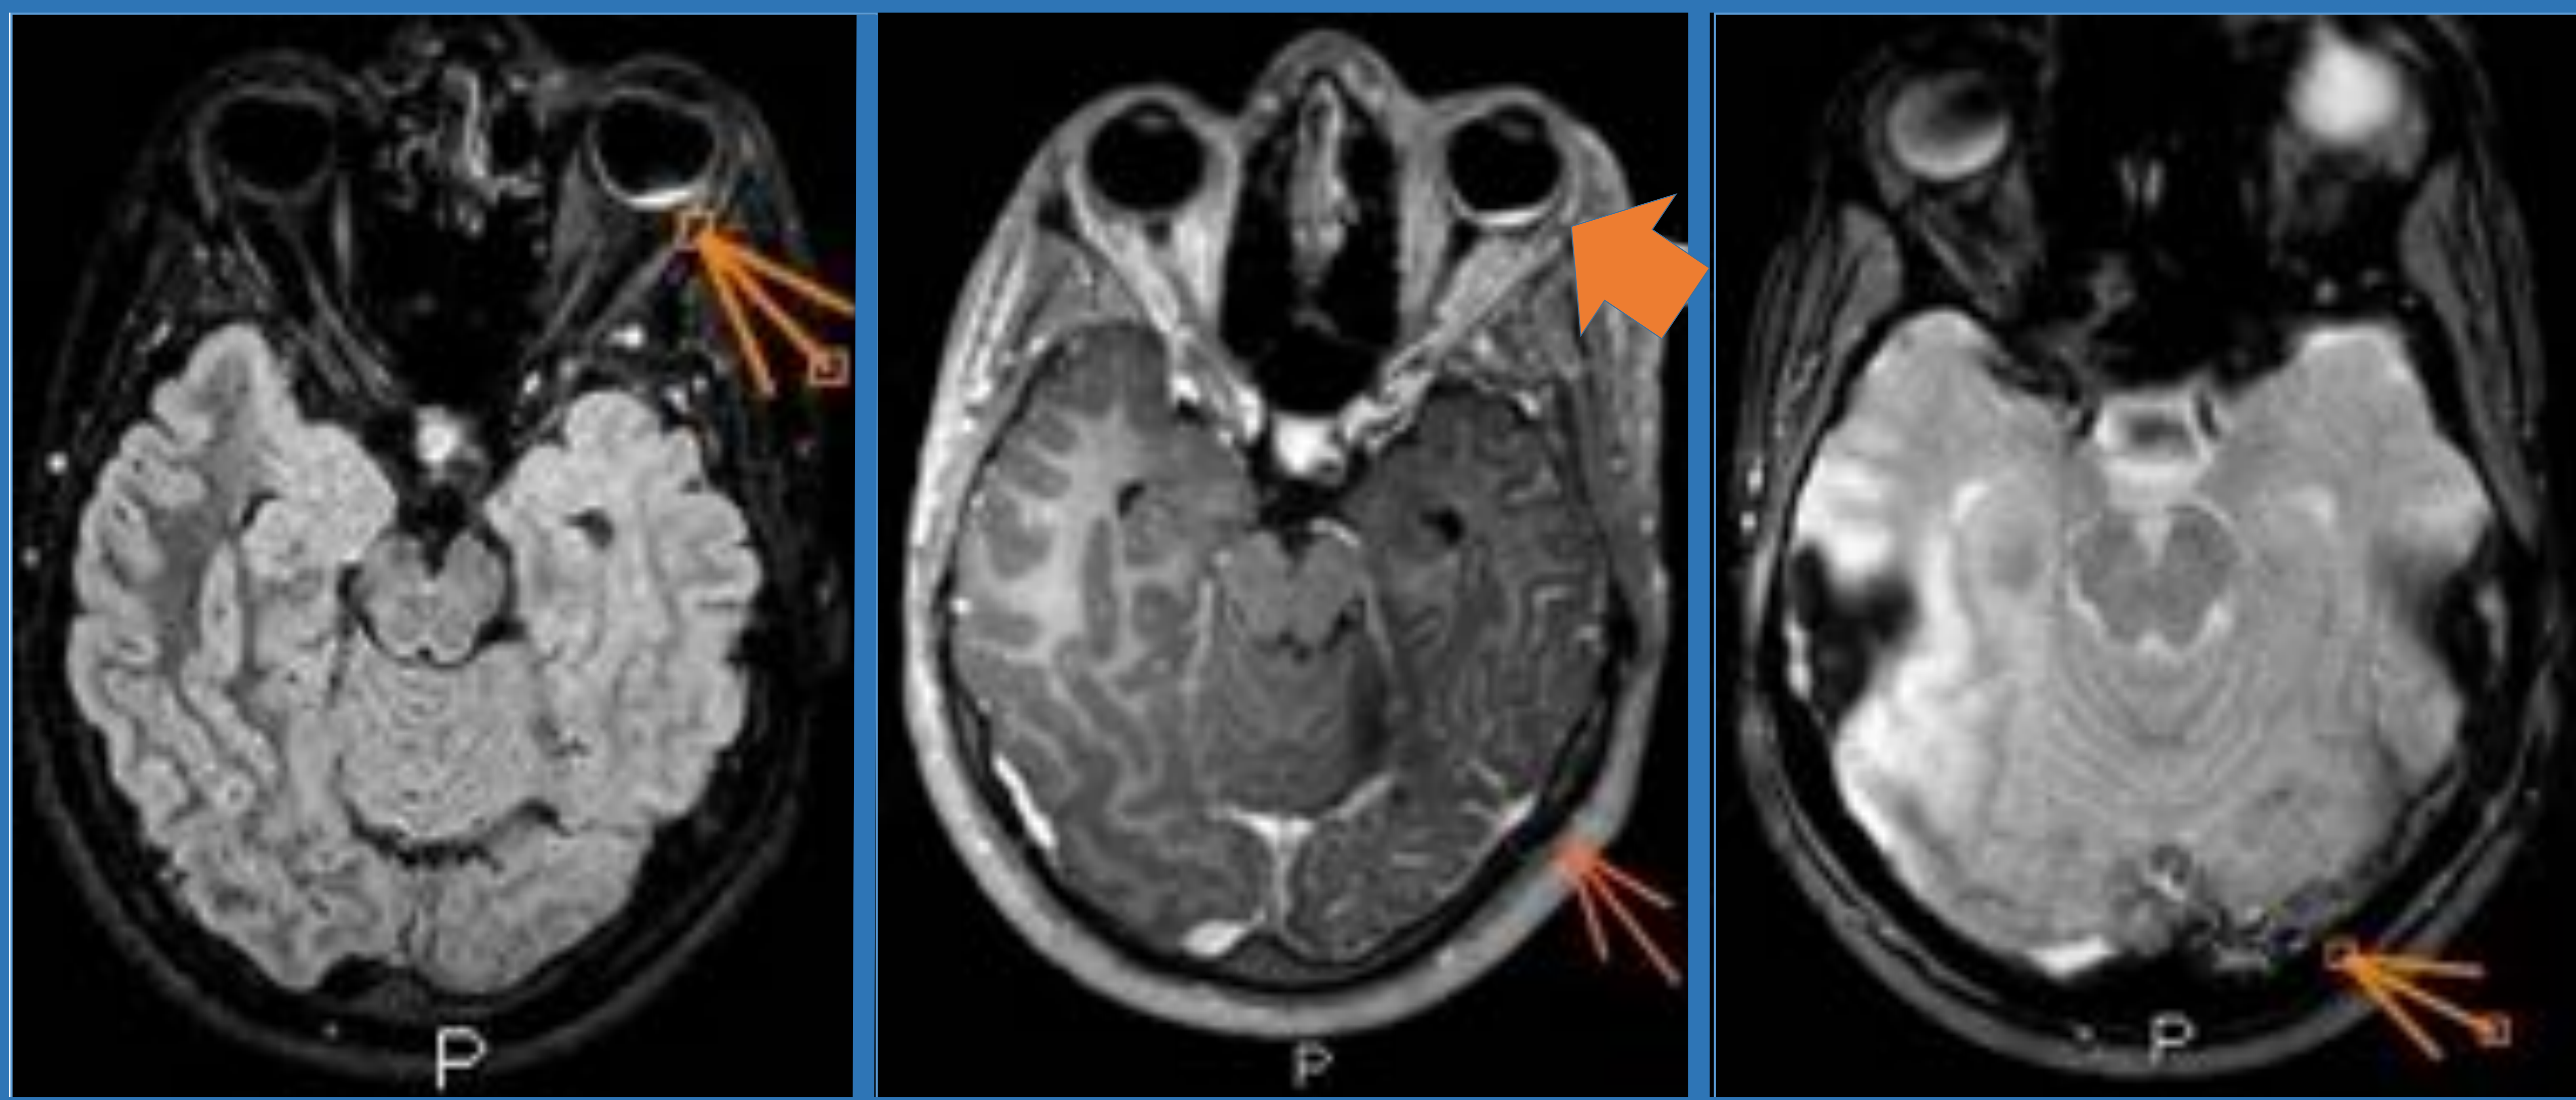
Engrosamiento con hipercaptación de la coroides posterior en relación a hemangioma coroideo. Realce leptomeníngeo en relación a angiomatosis pial y calcificaciones corticales de predominio occipital. *Secuencias: axiales FLAIR, T1 C+ y T2\.
